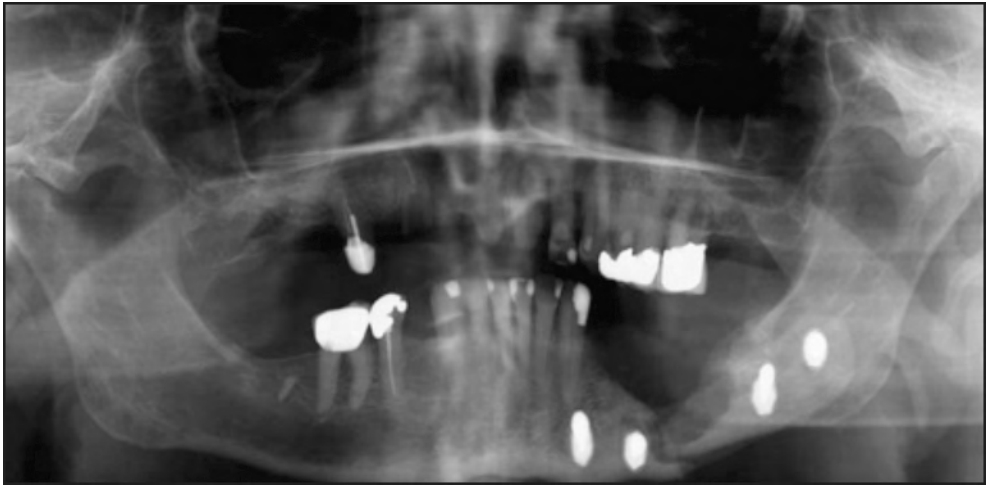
Fracture du greffon (orthopantomogramme).
